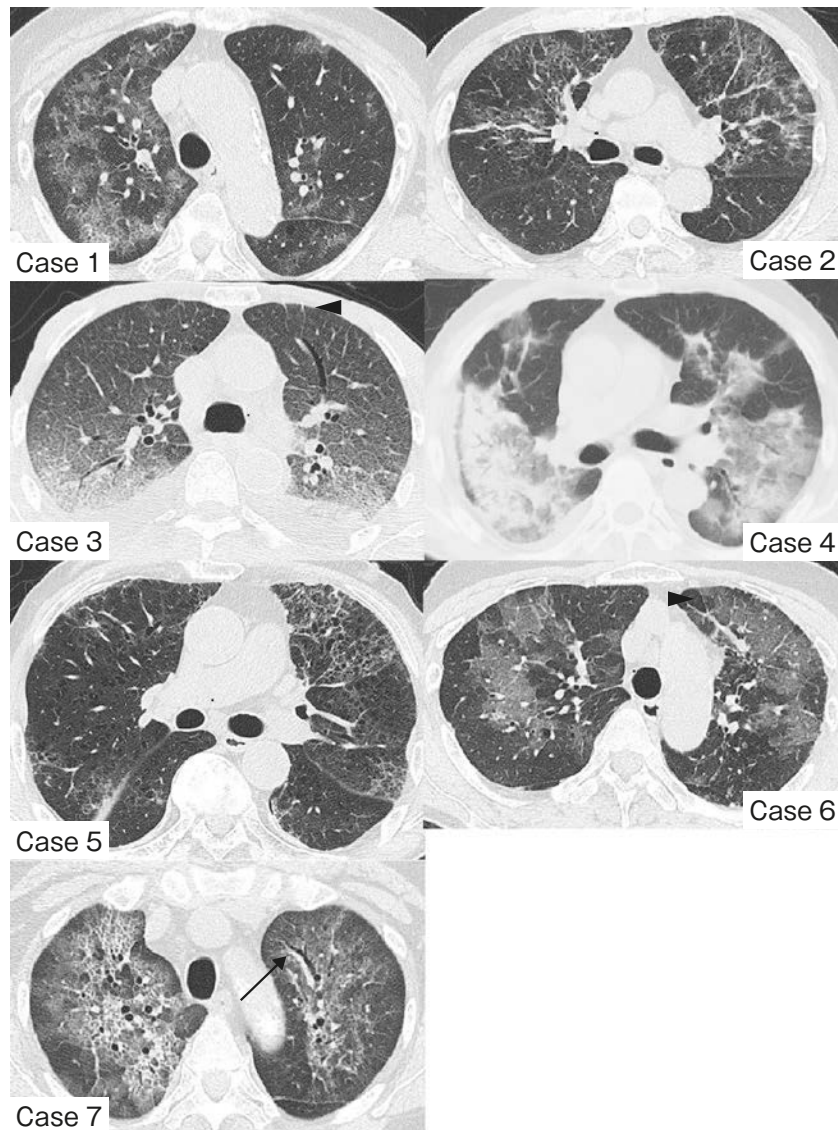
Chest computed tomography of cases 1-7 showed diffuse ground glass opacities and consolidation with traction bronchiectasis (arrow) and septal wall thickening (arrowheads).
